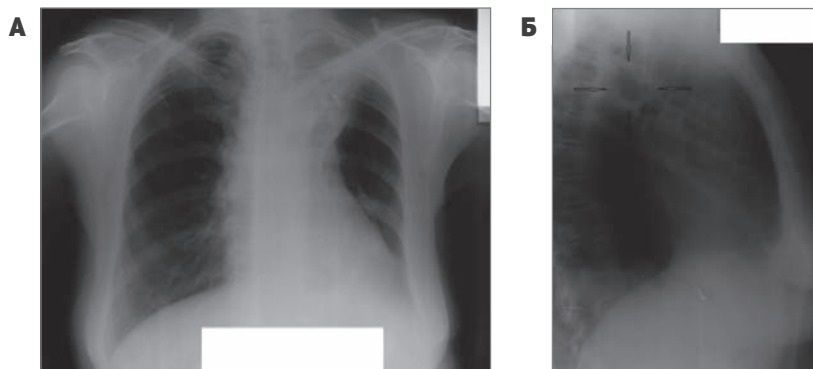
Рентгенологічне обстеження від червня 2024 року (А – РГ ОГП, Б – бічна томограма лівої легені 5,5)
